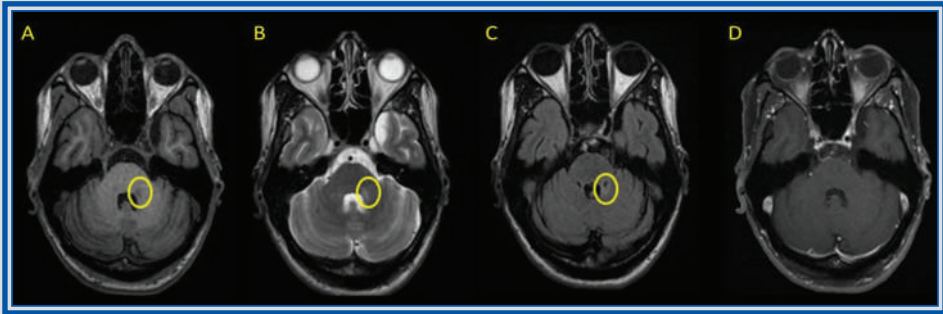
Capítulo 11. Lesión desmielinizante en el pedúnculo cerebeloso medio izquierdo, de comportamiento hipointensa en secuencias T1 (A) e hiperintensa en T2 (B) y FLAIR (C), sin realce poscontraste (D).
